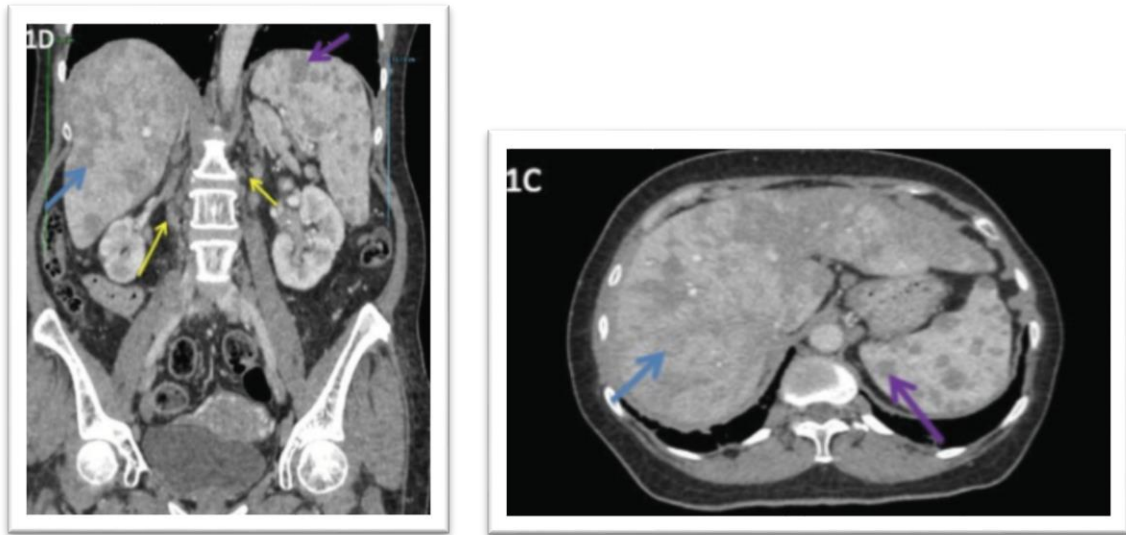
TDM abdominale en vue axiale et coronale montrant un rehaussement hétérogène diffus du foie (flèches bleues) et de multiples lésions nodulaires hypodenses disséminées dans la rate (flèches violettes). De multiples ganglions lymphatiques para-aortiques subcentimétriques sont également présents (flèches jaunes). (33)
